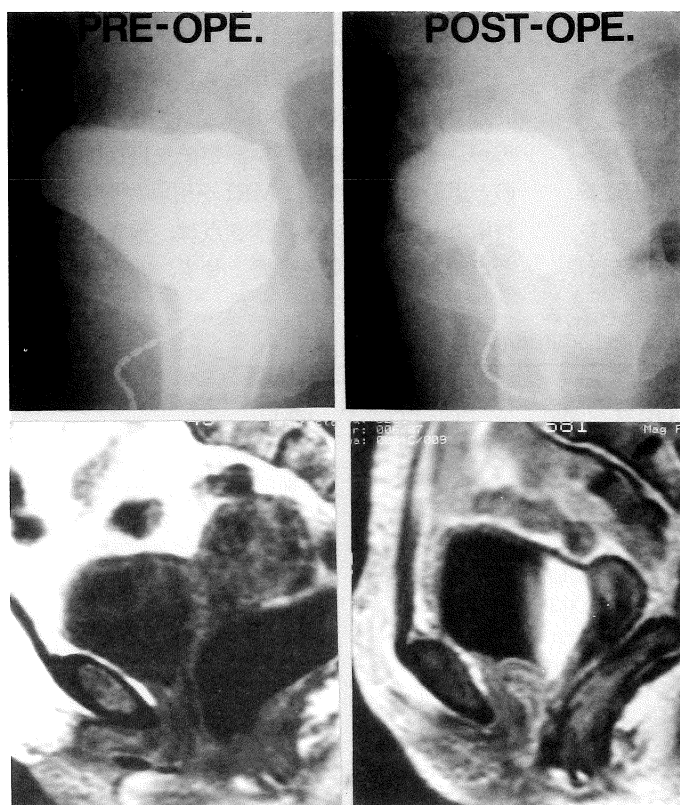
A and B (proton density weighted image) : pre-operative images, C and D (T₂-weighted image) : post-operative images. Both chain UCG and MRI clearly demonstrate the correction of the posterior urethrovesical angle by the operation.
